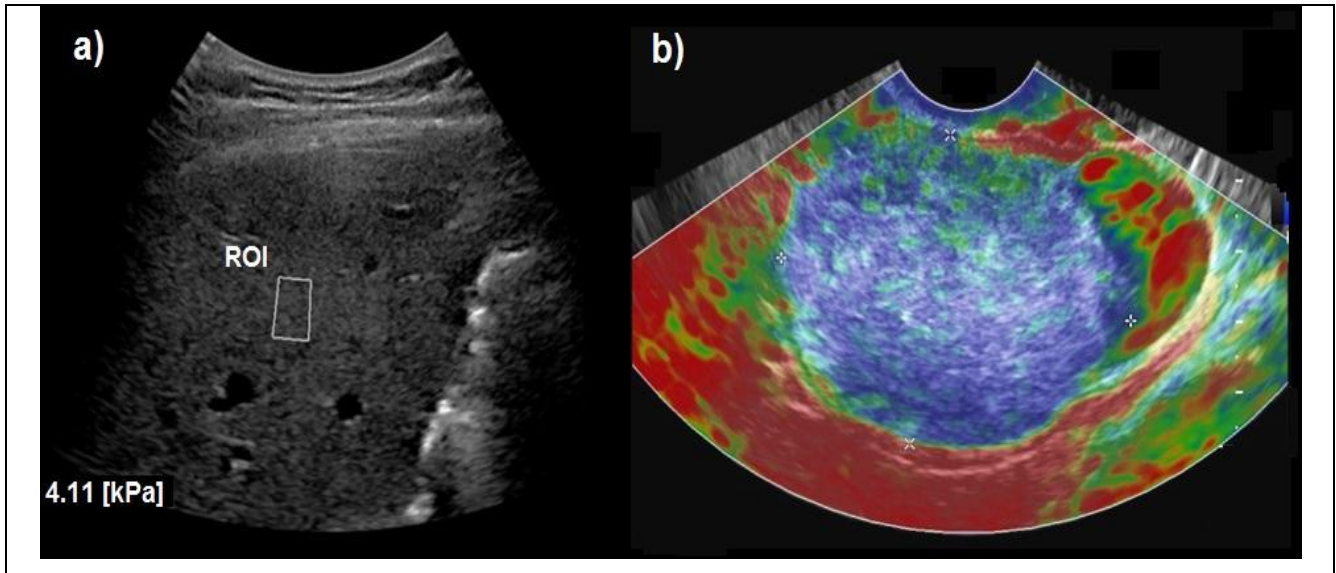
Elastosonografía: a) Cuantitativa de la región de interés (ROI) y b) Cualitativa
